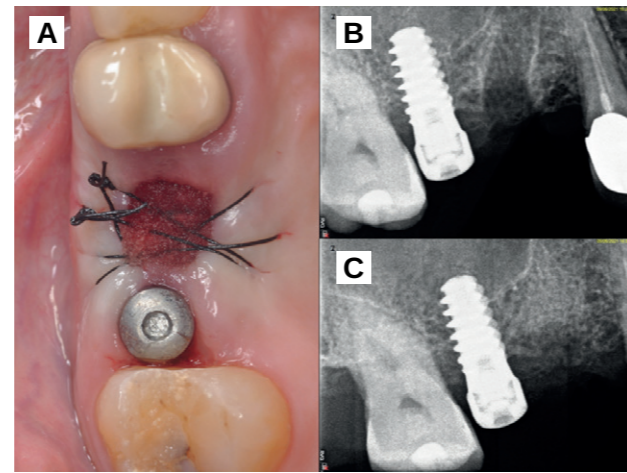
A. Klinisches Erscheinungsbild der Alveole nach dem Vernähen. B. C. Sofortige postoperative periapikale Röntgenaufnahme zur Überprüfung der Platzierung des Biomaterials.
